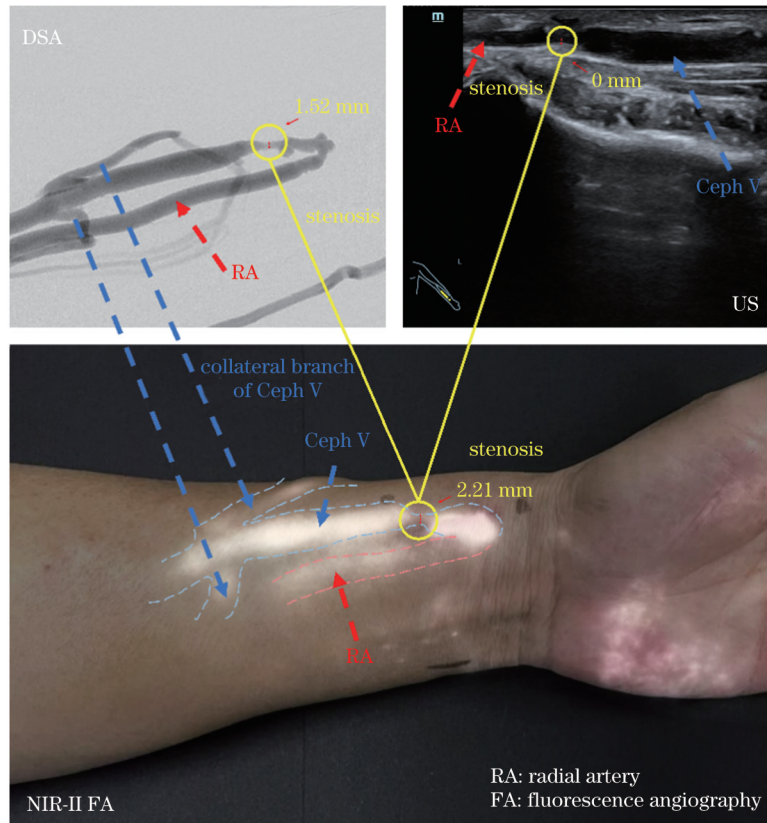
对患者术后血管管径进行测量,在受到压力的情况下部分血管在超声下无法显示
